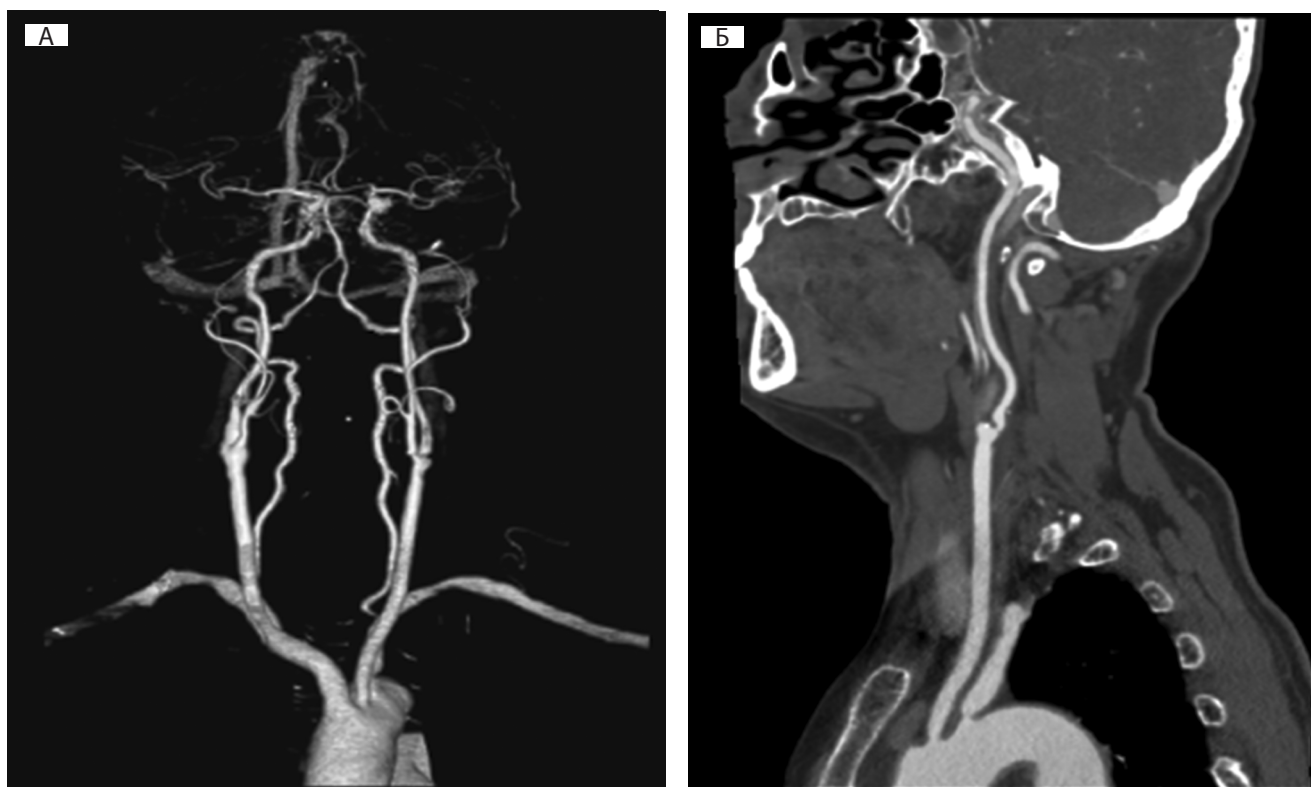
Демонстрация возможности КТ-ангиографии сонных артерий
